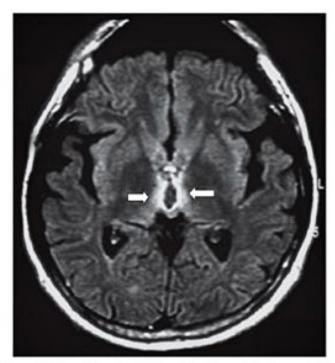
Encefalopatia de Wernicke. Ressonância magnética de encéfalo (FLAIR, corte axial) mostrando área hiperintensa no hipotálamo bilateralmente (setas).
